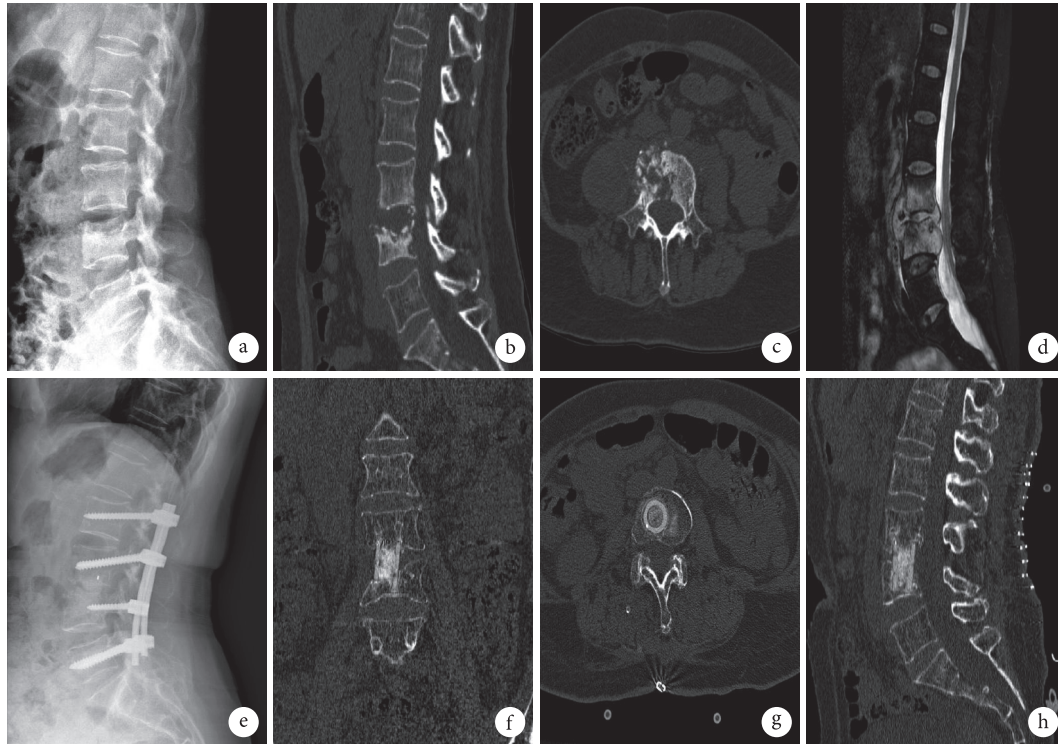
n-HA/PA66 组患者，女，65岁，L<sub>3,4</sub> 椎体结核 a. 术前X线片示椎体骨密度不均匀；b~d. 术前CT及MRI示椎体多发骨质破坏，椎间隙变窄，椎旁脓肿形成压迫脊髓；e. 术后1个月X线片示椎间融合及内固定物位置良好；f~h. 术后6个月CT示椎间植骨材料达骨性融合，椎间隙高度恢复
